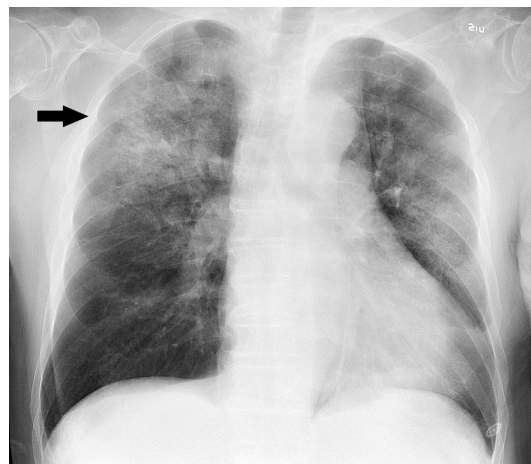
Radiografía de tórax de una neumonía causada por influenza y *Haemophilus influenzae*, con consolidaciones parcheadas, principalmente en el lóbulo superior derecho.
